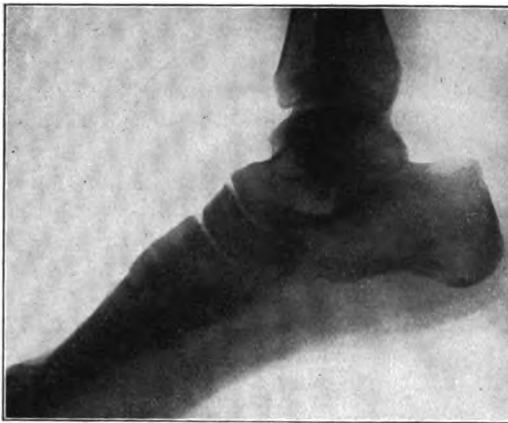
Röntgenbild des gesunden Fußes (vgl. Fig. 8).
